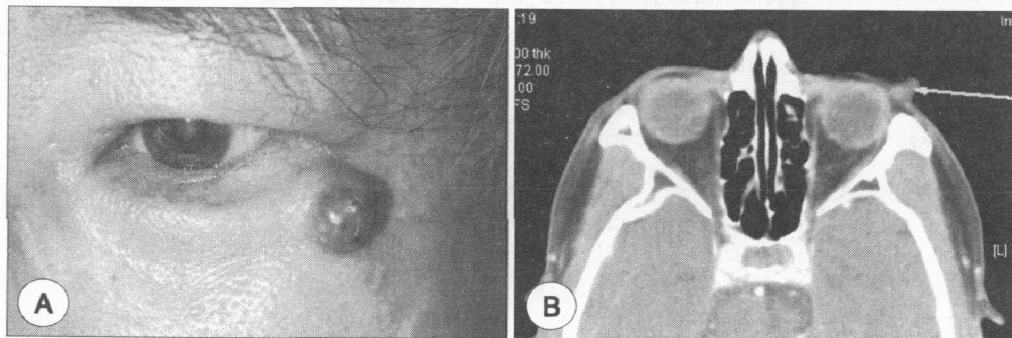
Preoperative views of a 67-year-old man with well-defined erythematous nodular mass on left lower eyelid (A). Preoperative CT shows a well defined, a small benign cystic mass at skin and subcutaneous area of left periorbital area (B).
